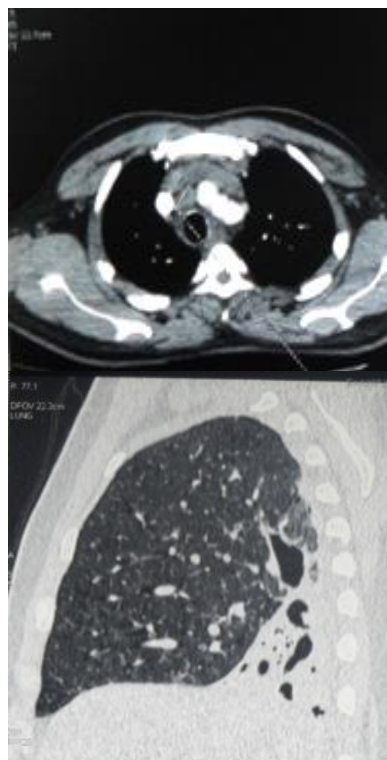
TDM thoracique en fenêtre médiastinale en coupe axiale: DDB kystiques du lobe inferieur droit avec adenopathie pré trachéale.SOM によるクラスタ解析に基づいた局地的豪雨の発生発達可能性に関する研究
